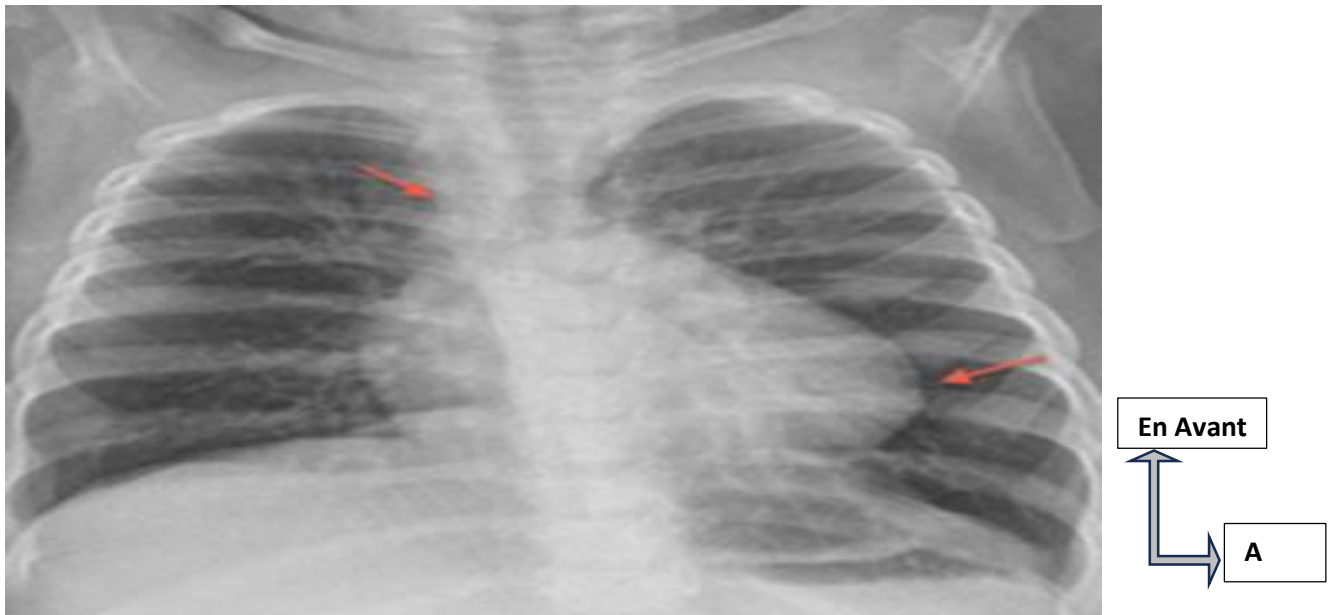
Radiographie pulmonaire d'un enfant porteur d'une tétralogie de Fallot
